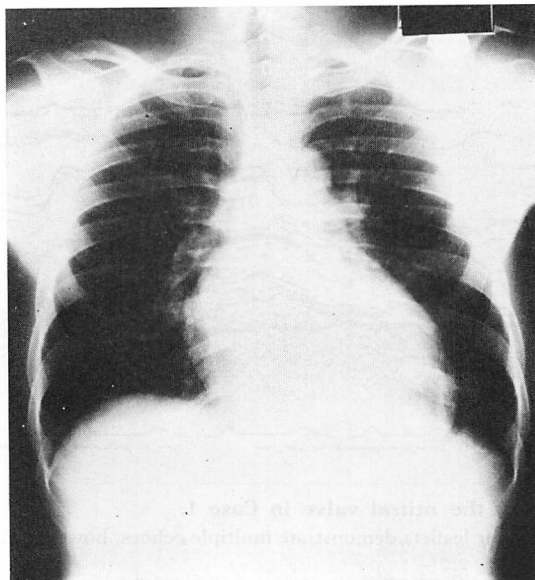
Chest X-ray in Case 1 (CTR=63%).
